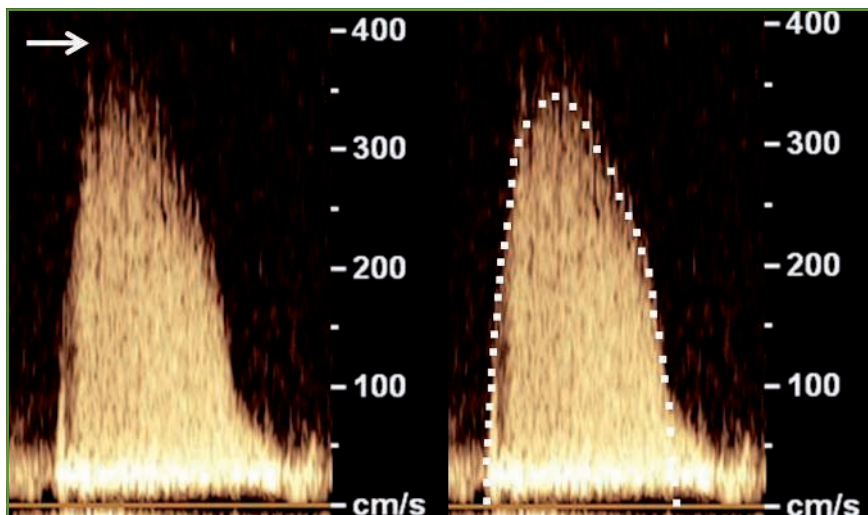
Flux de RA enregistré par voie parasternale droite. A gauche : présence de “cheveux” au sommet du spectre Doppler (artefacts verticaux fins et linéaires) (flèche). A droite : le contour de l’enveloppe spectrale est tracé en excluant ces artefacts.
